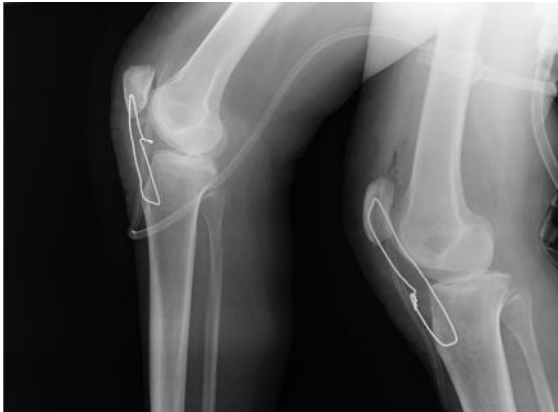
aspect radiographique du cerclage au fil d'acier
